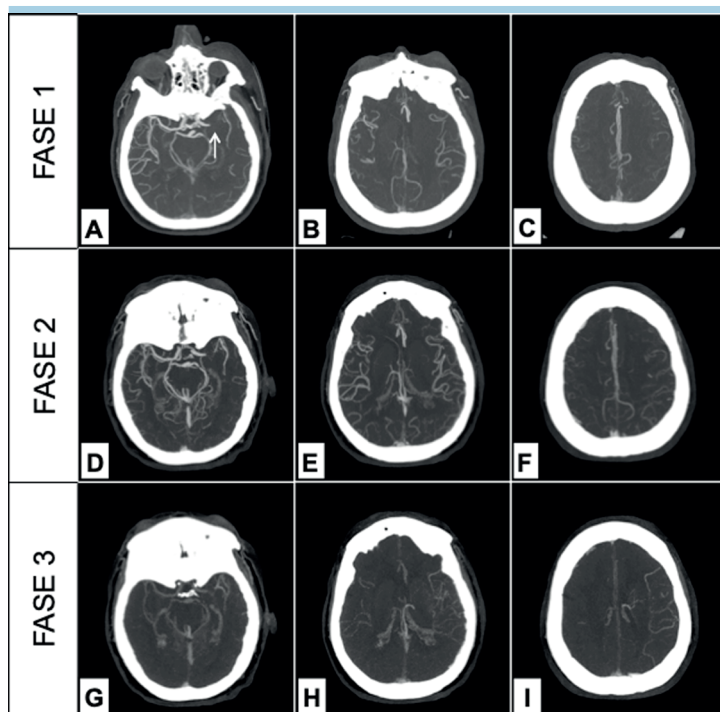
Caso 2. Immagini ottenute con angio-tomografia trifasica che mostra l'occlusione del tratto prossimale dell'arteria cerebrale media sinistra (freccia). Ogni riga dell'immagine rappresenta una delle tre fasi arteriose che vengono acquisite con questa metodica. In ogni colonna si trovano le immagini dello stesso livello di scansione al fine di poter osservare la dinamica dei circoli collaterali che perfondono il territorio dell'arteria cerebrale media occlusa, che in questo caso risultano pressoché sincroni al controlato sano e quindi buoni.
